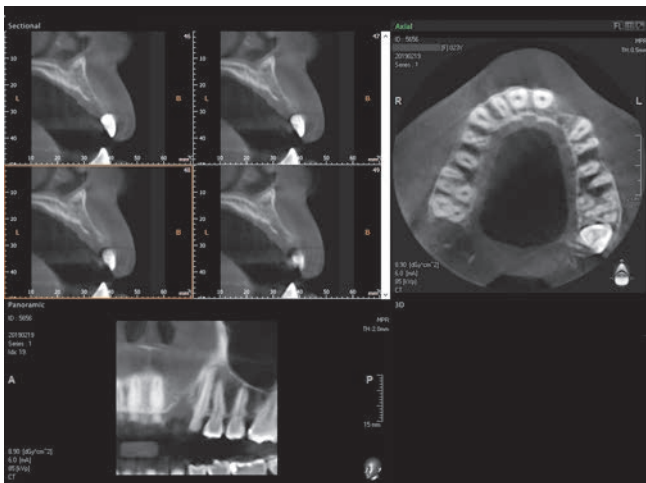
3次的欠損状態 (Orangedental社製CT)。
